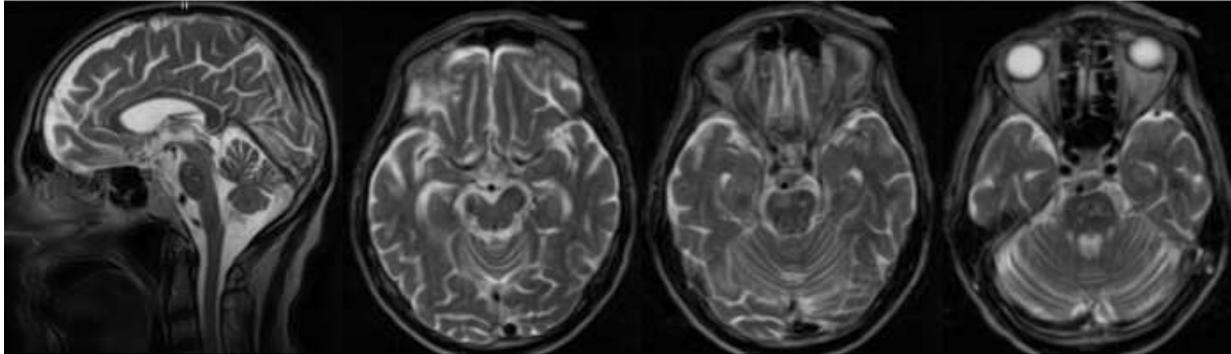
Afectación infratentorial con lesión mesencefálica derecha y bilaterales puntiformes diseminados en protuberancia. RM de médula espinal normal
